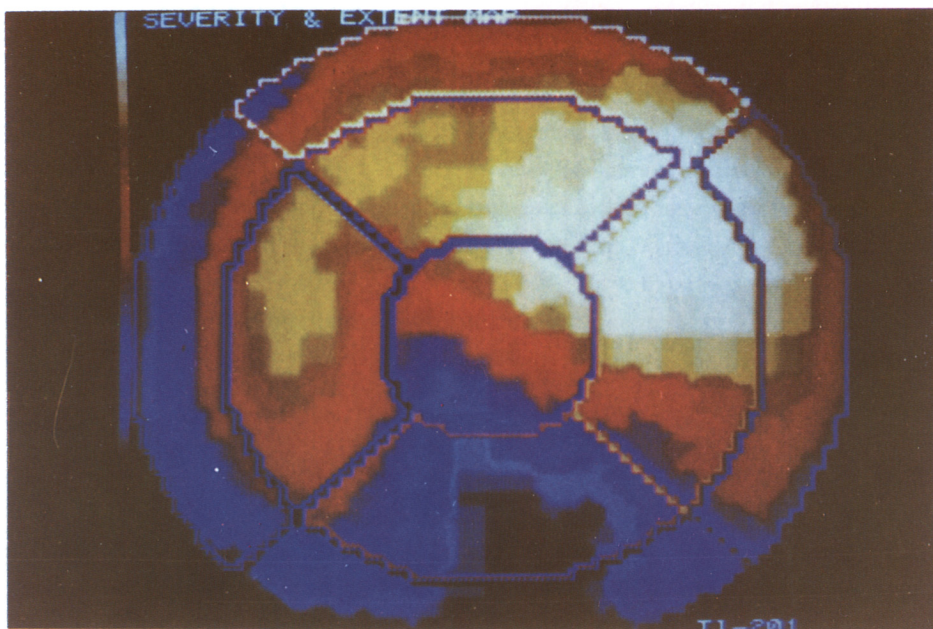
Bullseye image by ^{201}Tl dipyrindamole SPECT in one studied case.
